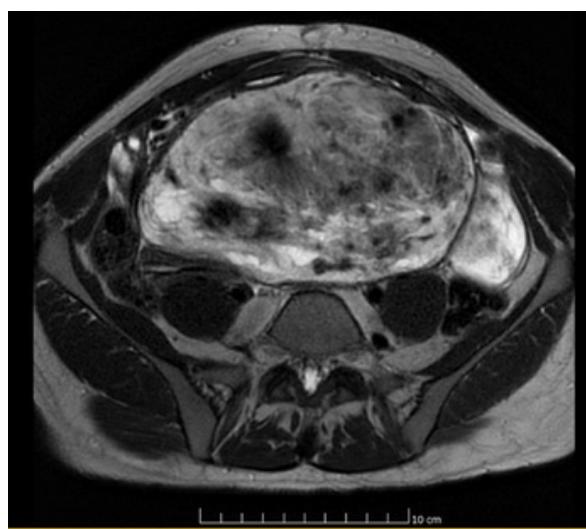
RMN; corte axial en T2
